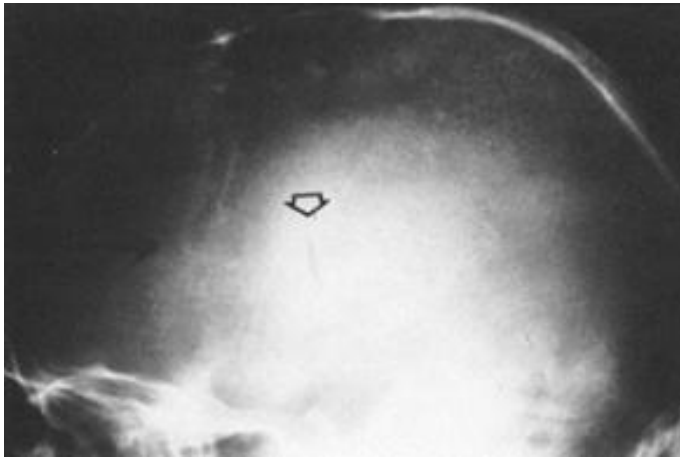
Röntgenogramm des Schädels, seitliche Projektion. Darstellung einer Slot-Fraktur nach einer Messerattacke (Pfeil) [44].
